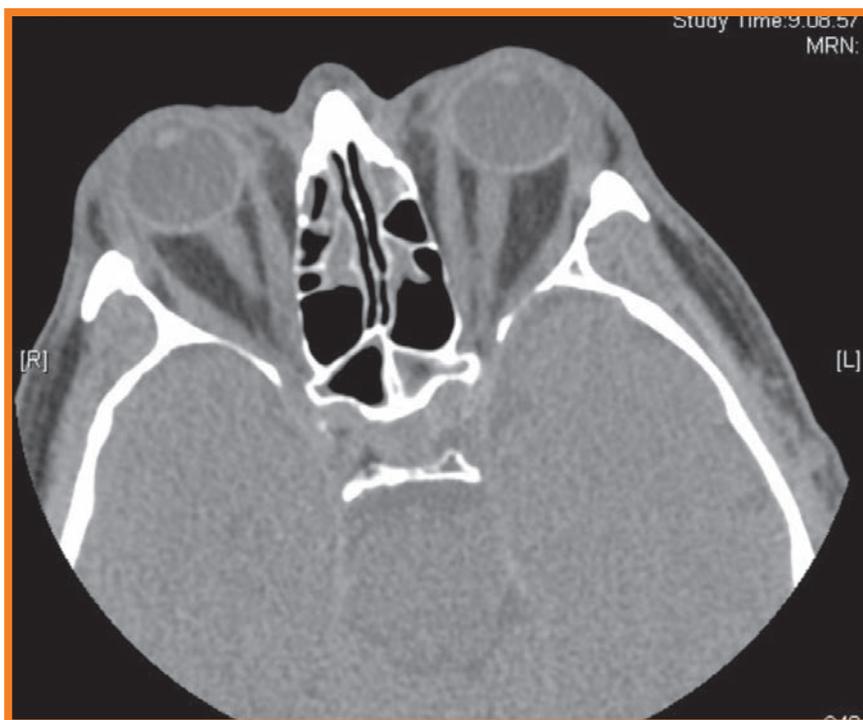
TC delle orbite- aumento di volume dei muscoli intraorbitari
